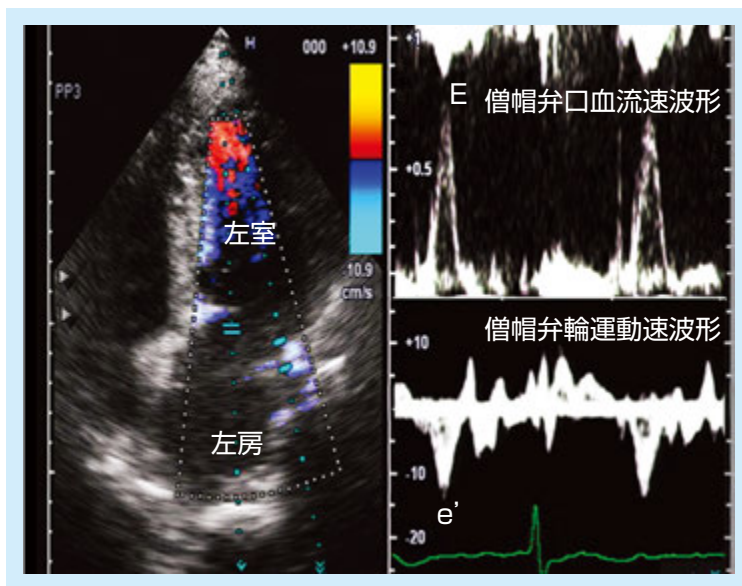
Dual-Doppler Systemを用いたEとe'の同時計測
